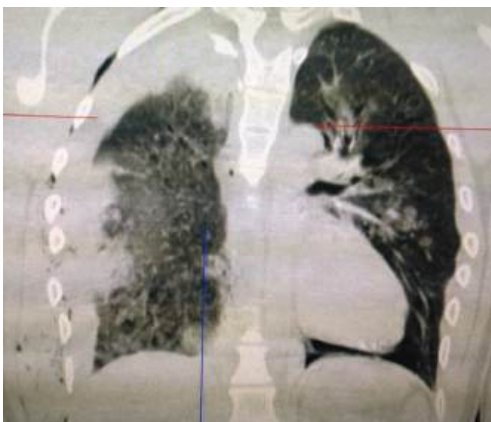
МСКТ: ушиб легкого и гемоторакс справа при закрытой травме груди
